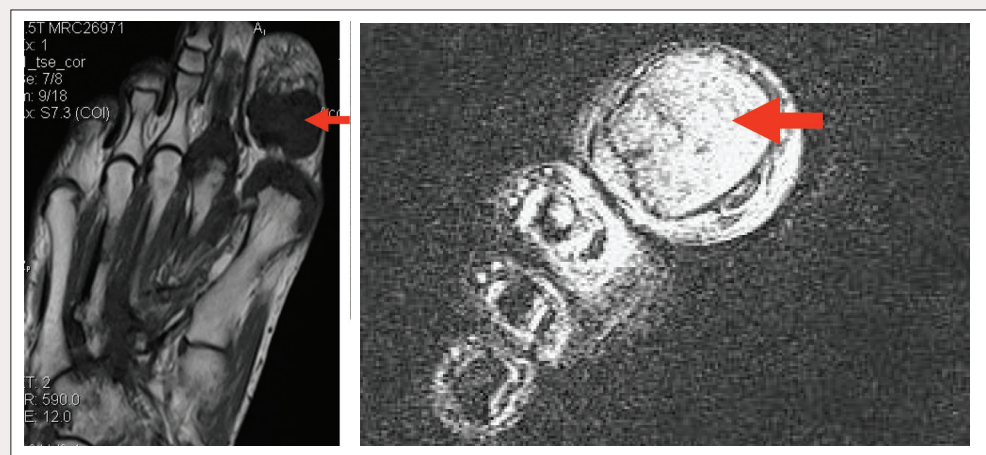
МРТ-визуализация тофусов в области I межфалангового сустава правой стопы
